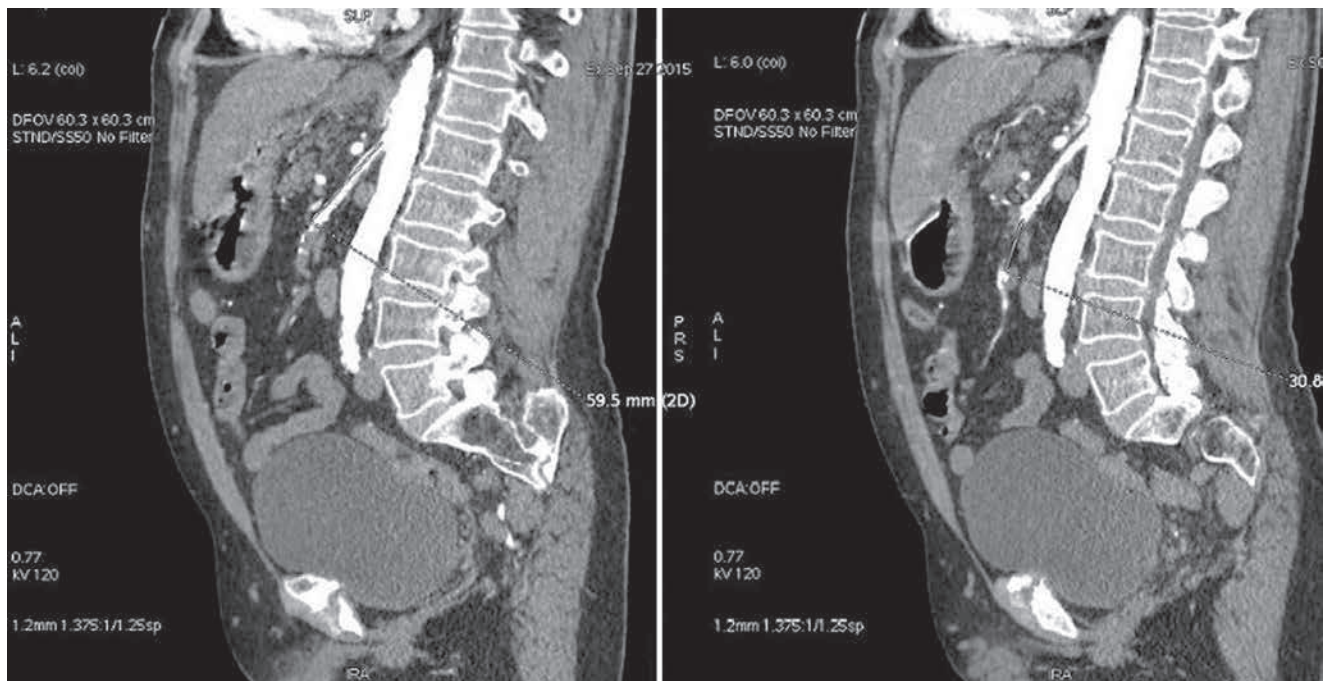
TC abdominal con contraste: defecto de repleción en la arteria mesentérica superior, de unos 3 cm de longitud.
